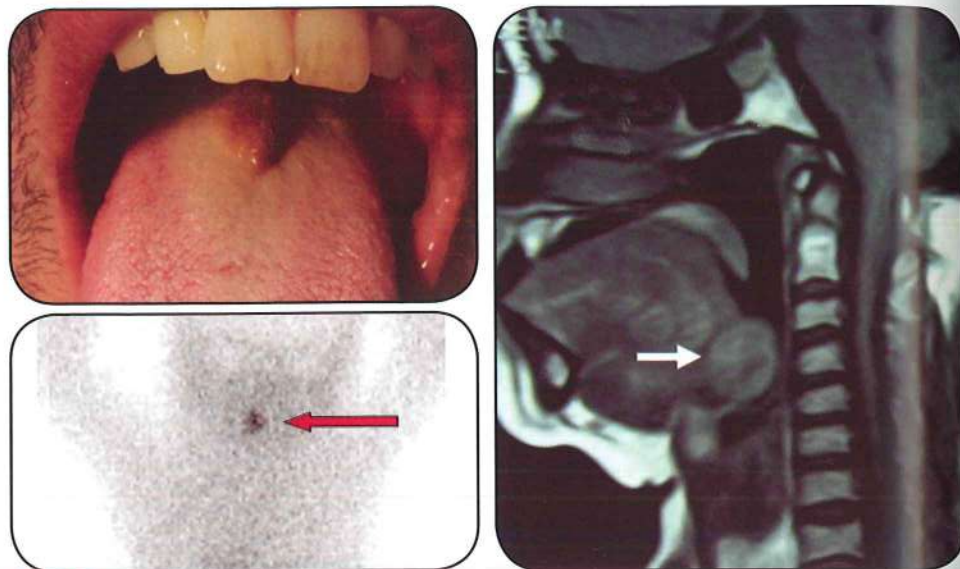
Aspecto clínico y radiológico (gammagrafía con radioisótopos y resonancia magnética nuclear) de un tiroides lingual (Izq Inf, Licencia: Cortesía del Dr. F. Gaillard, disponible en: <http://radiopaedia.org/articles/lingual-thyroid>).
